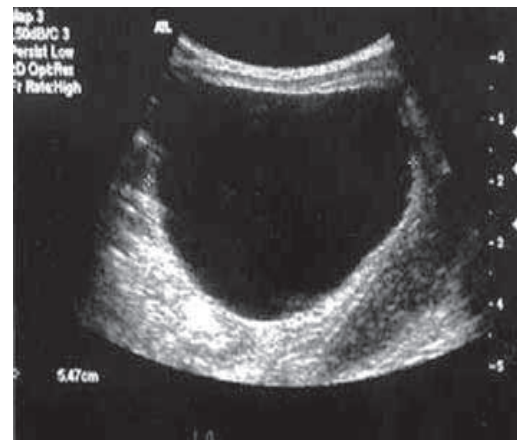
Ultrasonido pélvico en tiempo real y transductor 3.5 Mhz.
